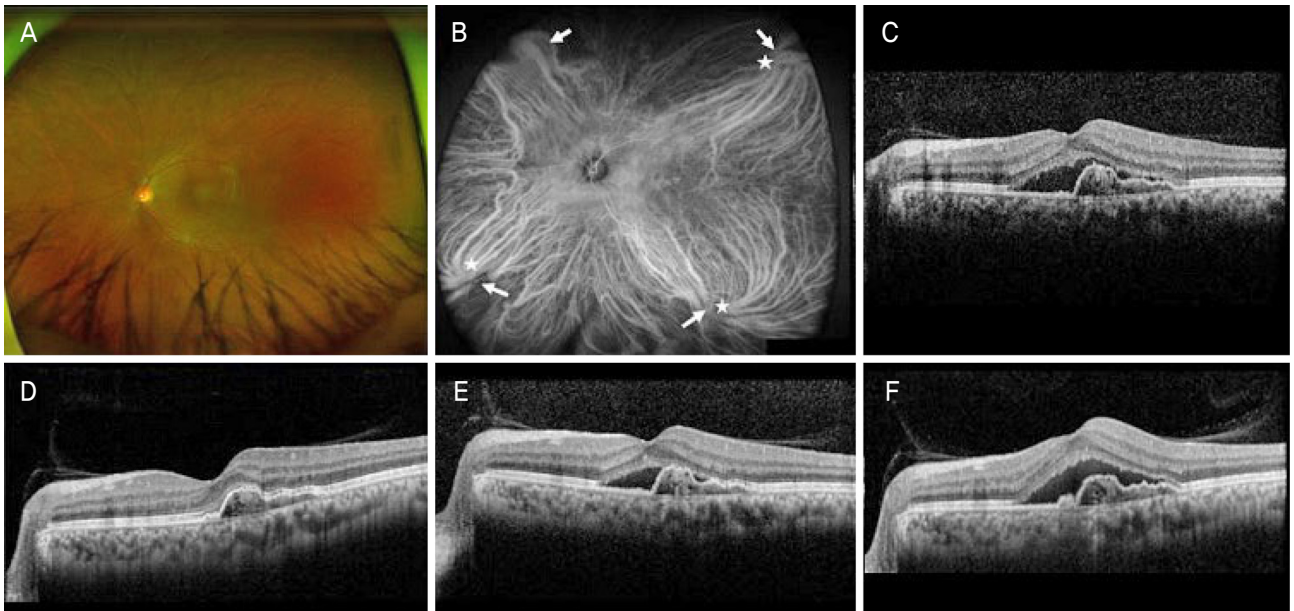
A 67-year-old man with polypoidal choroidal vasculopathy. (A) Wide fundus photography. (B) At baseline, ultra-wide-field indocyanine angiography showed four engorged vortex veins (arrows), three of which extended to the macula (stars). (C) Optical coherence tomography (OCT) showed subretinal fluid (SRF) and protrusion of the retinal pigment epithelium (RPE) due to a polypoidal lesion. The decimal best-corrected visual acuity (BCVA) was 0.4. (D) After three consecutive monthly intravitreal aflibercept injections, OCT showed complete resolution of the SRF. The decimal BCVA was 0.5. (E) At 6 months, OCT showed SRF and the decimal BCVA was 0.4. The patient had two additional intravitreal aflibercept injections. (F) At 12 months, the patient received a total of 7 intravitreal aflibercept injections and the OCT showed recurrent SRF. The decimal BCVA was 0.3.
